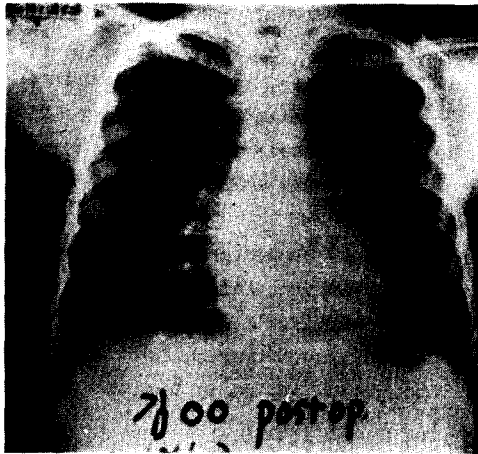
Case 2. The roentgenograms after correction.
